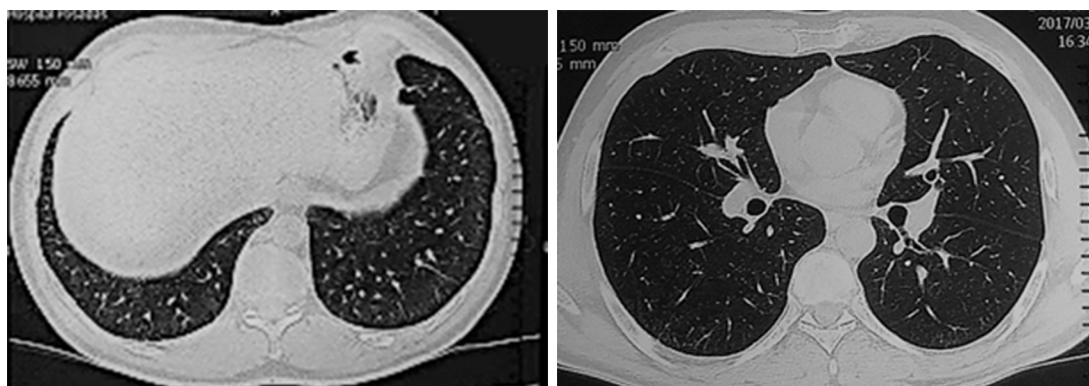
TC DE TORAX A. Sin infiltrados pulmonares
